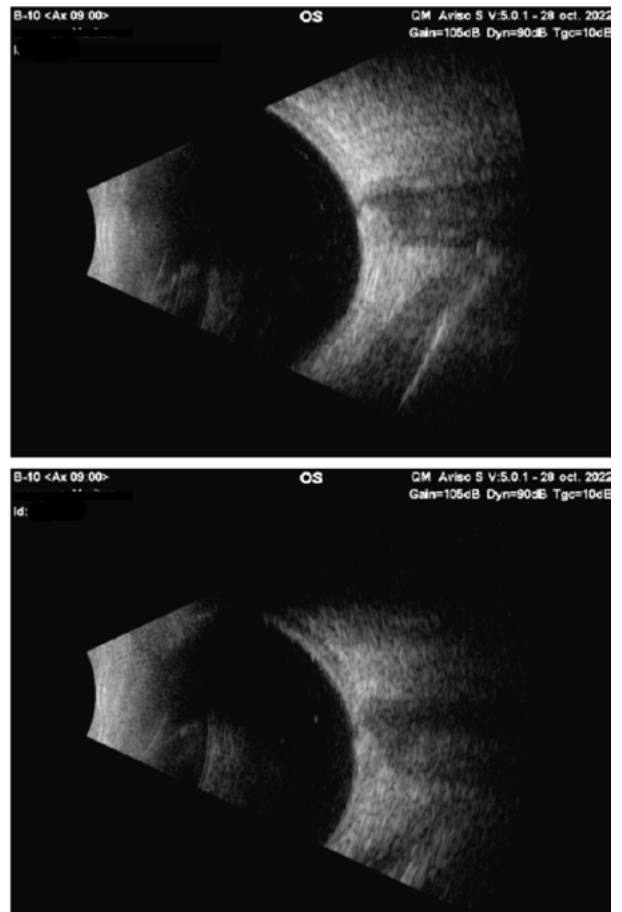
Ecografía ocular
